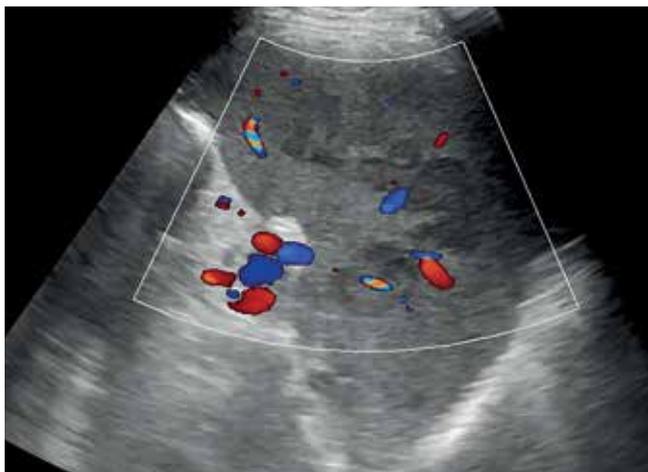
УЗ-томограмма селезенки. Лимфопролиферативные изменения селезенки в режиме ЦДК
